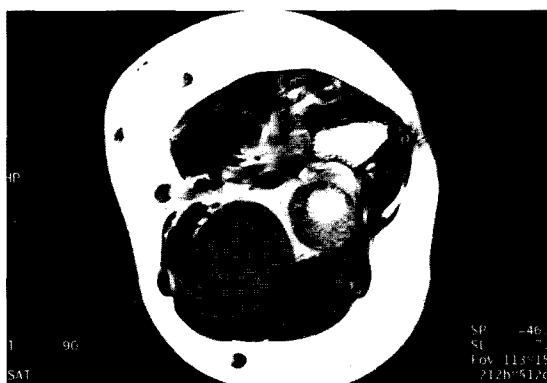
T1-weighted (TR, 912 ; TE, 20) axial magnetic resonance image shows the soft tissue mass surrounded by muscles with low signal intensity.
